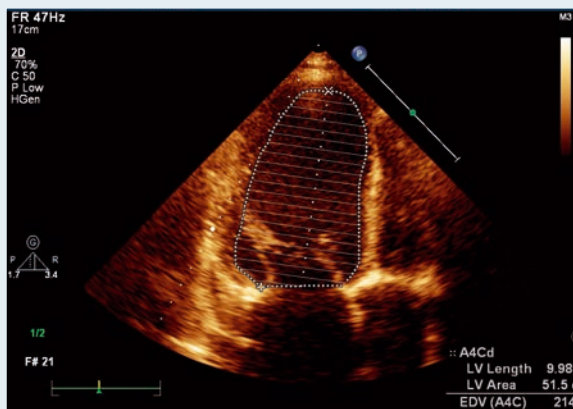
Эхокардиограмма пациента Щ. (февраль 2012 г.). Конечнодиастолический объем ЛЖ – 214 мл
